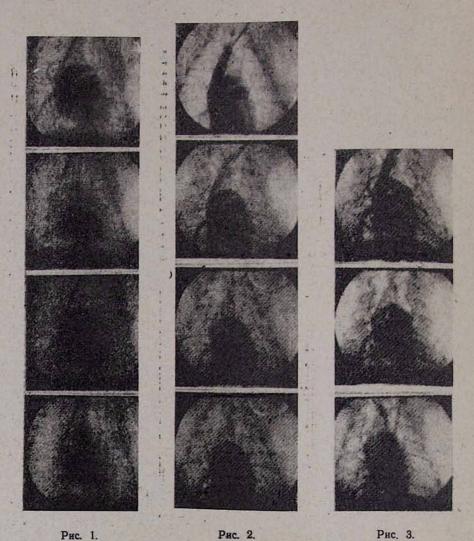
Исходные рентгенограммы. а—артериальная фаза, 6—капиллярная фаза, в—венозная фаза, г—контраст в левом желудочке и аорте. Рис. 2. Рентгенограммы при введении фентанила. а—рефлюкс контраста в нижнюю полую вену. а₁—артериальная фаза, б—конец капиллярной фазы, начало венозной, в—контрастирование аорты и левых отделов. Рис. 3. Рентгенограммы при введении дроперидола. а—артериальная фаза, б—капиллярная фаза, начало венозной фазы, в—контрастирование аорты и конец венозной фазы.
